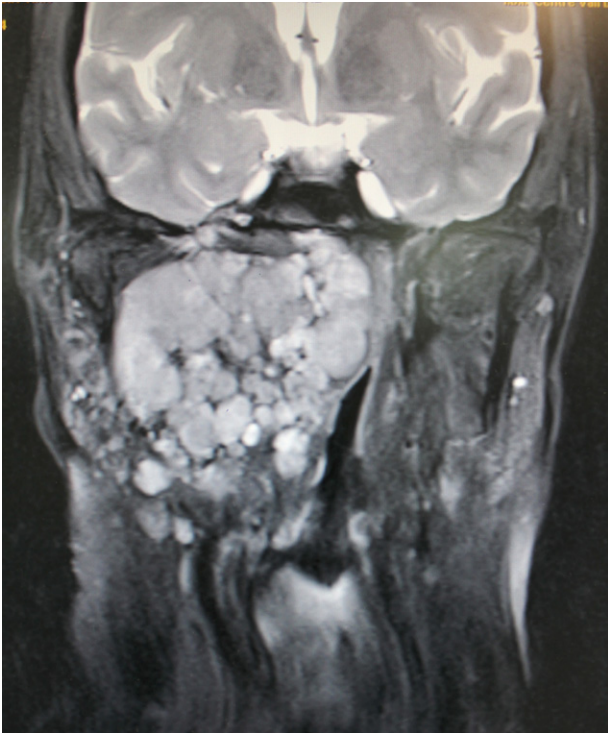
RM preoperatoria (corte coronal).
